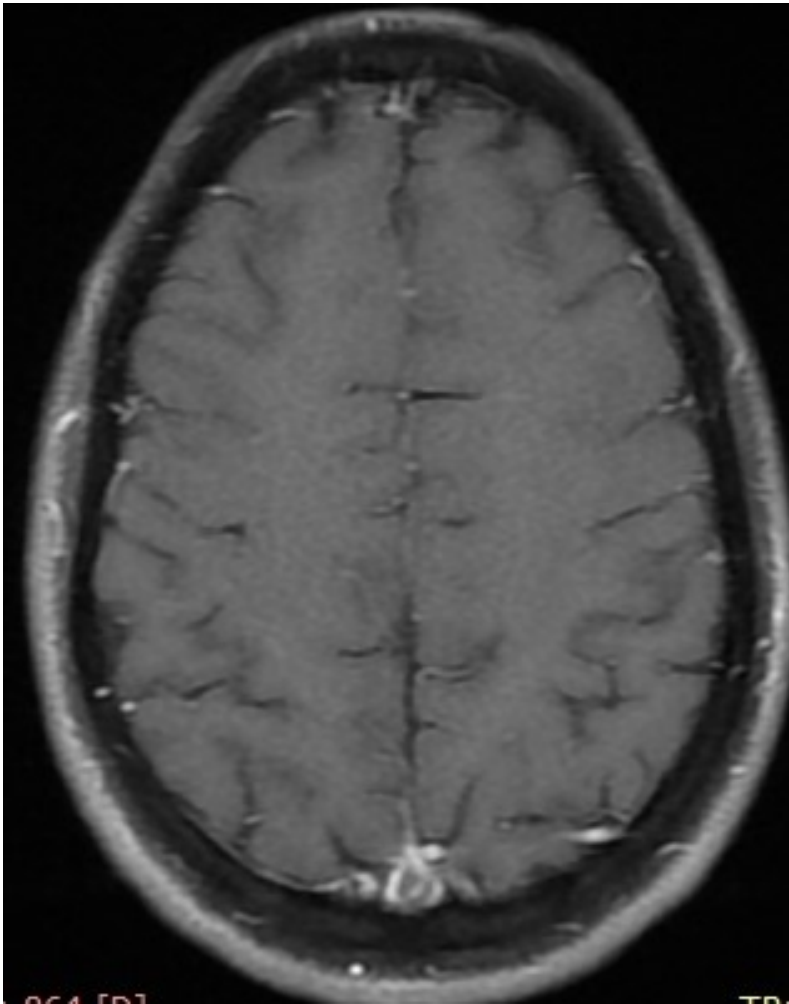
RM corte axial ponderada em T1, pós contraste mostrando lesões hipointensas e sem realce
